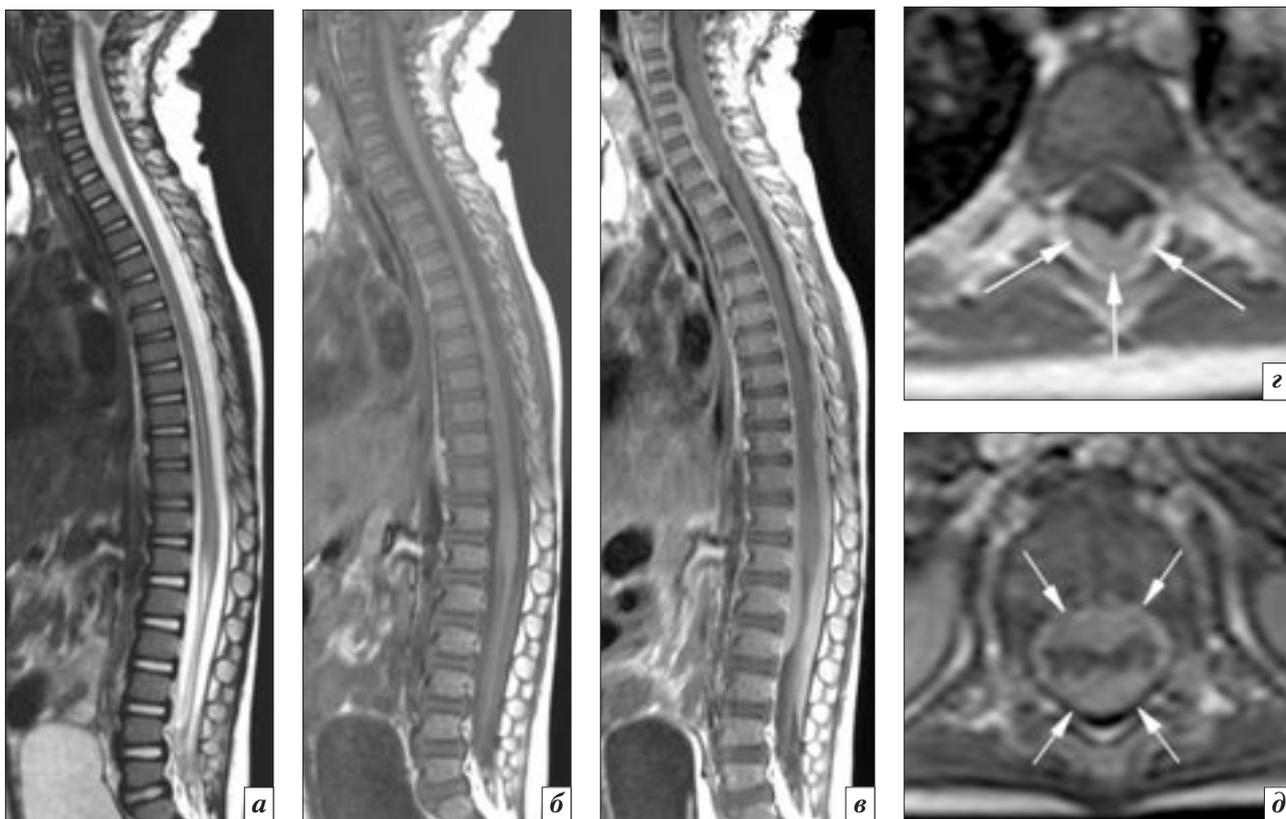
МРТ спинного мозга на следующий день после операции. Послеоперационное контрастопозитивное утолщение мозговых оболочек: *a* – сагиттальное T2-взвешенное изображение; *б* – сагиттальное T1-взвешенное изображение без контрастного усиления; *в* – сагиттальное T1-взвешенное изображение с контрастным усилением; *г, д* – аксиальные T1-взвешенные изображения с контрастным усилением на уровне позвонков Th6 и L2. На нативных T1-ВИ и T2-ВИ утолщения мозговых оболочек отчетливо не визуализируются, так как по сигналу изоинтенсивны ликвору. На постконтрастных T1-ВИ по внутренним стенкам дурального мешка на шейном, грудном и поясничном уровнях визуализируется достаточно интенсивное субдуральное накопление контрастного вещества (указано стрелками). Спинальный мозг отделен от них прослойкой ликвора
